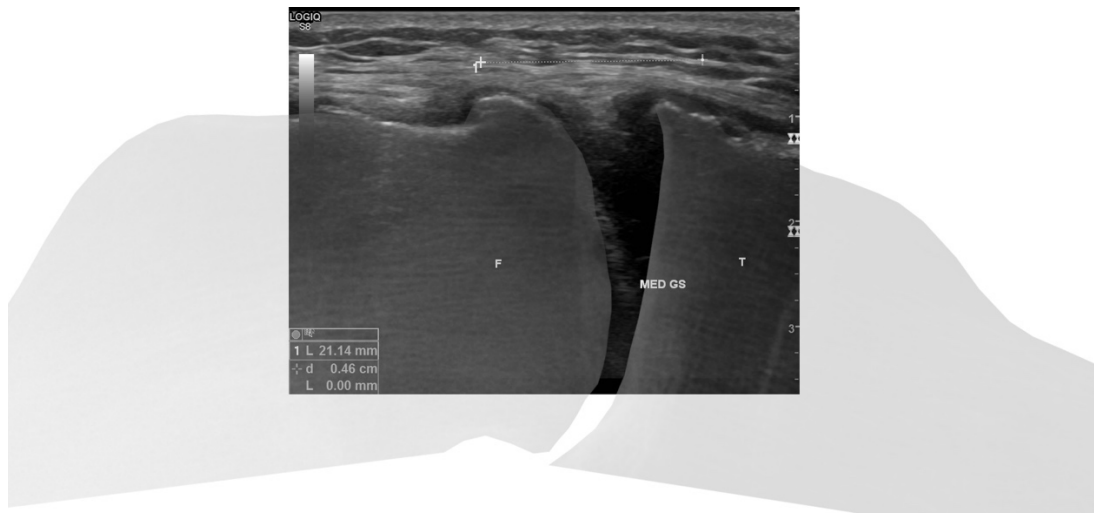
Patient C oben: Matching-Bild des medialen GS, Mitte: Matching-Bild des lateralen GS, unten: Valgus- und Varusstressröntgenbild für den medialen (links) und lateralen (rechts) GS.
